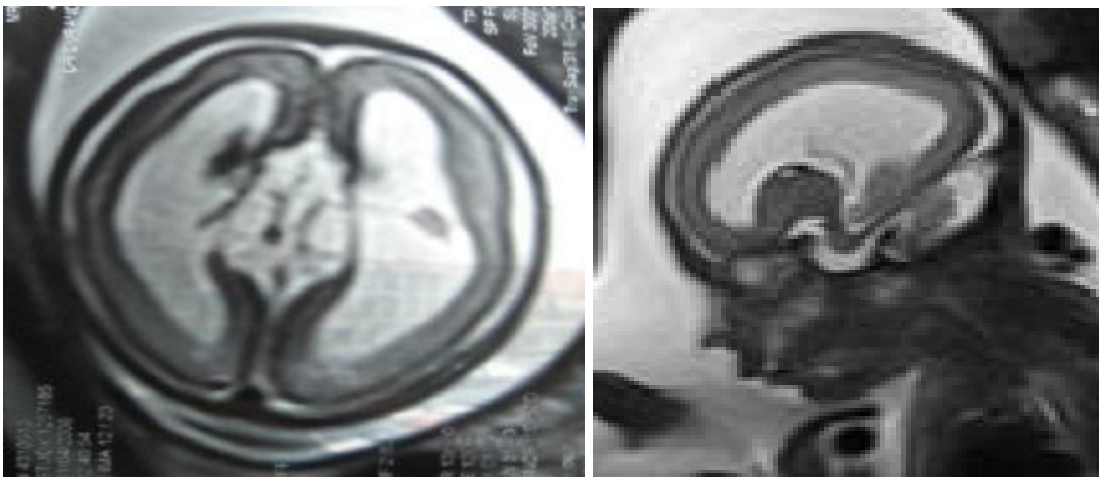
IRM objectivant une ventriculomégalie. (Service de gynéco-obstétrique
